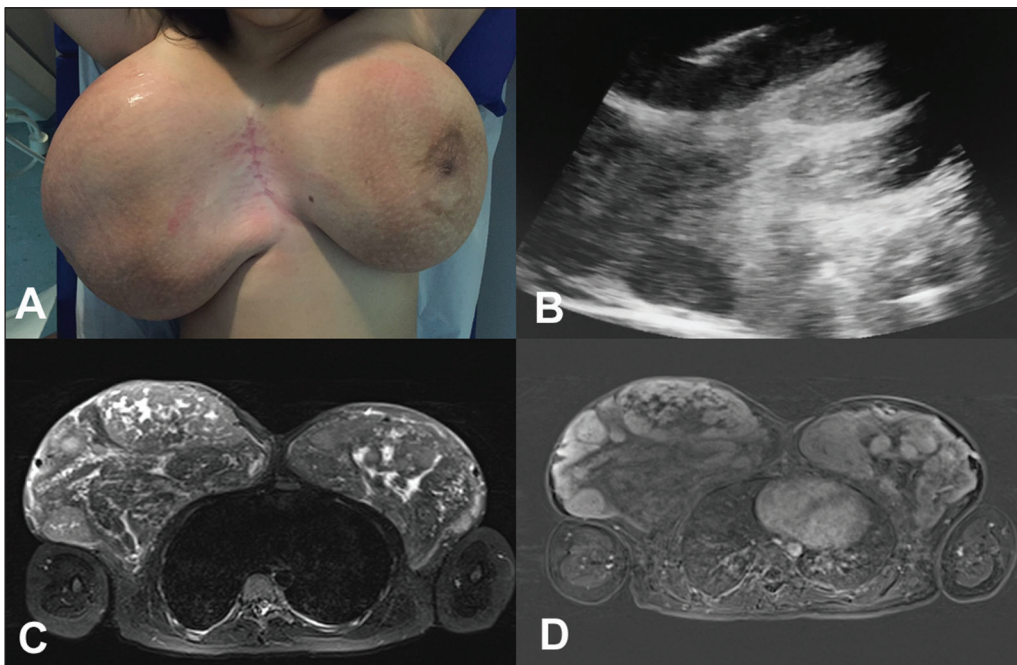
A: Fotografia mostrando mamas volumosas, sendo maior à direita. B: Ultrassonografia da mama direita mostrando nódulos sólidos. Nota-se a agulha utilizada para a realização da biópsia percutânea de fragmento no nódulo maior. C,D: RM das mamas. Corte axial com ponderação em STIR (C) mostrando múltiplos nódulos nas mamas. Corte axial com subtração no segundo minuto do estudo dinâmico (D) mostrando realce heterogêneo dos nódulos.
